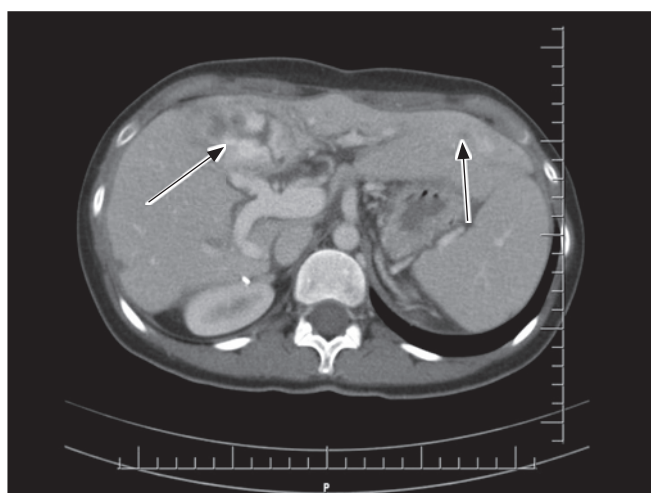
МСКТ брюшной полости (вензная фаза) через год после трансплантации, стрелками указаны гемангиомы трансплантата
